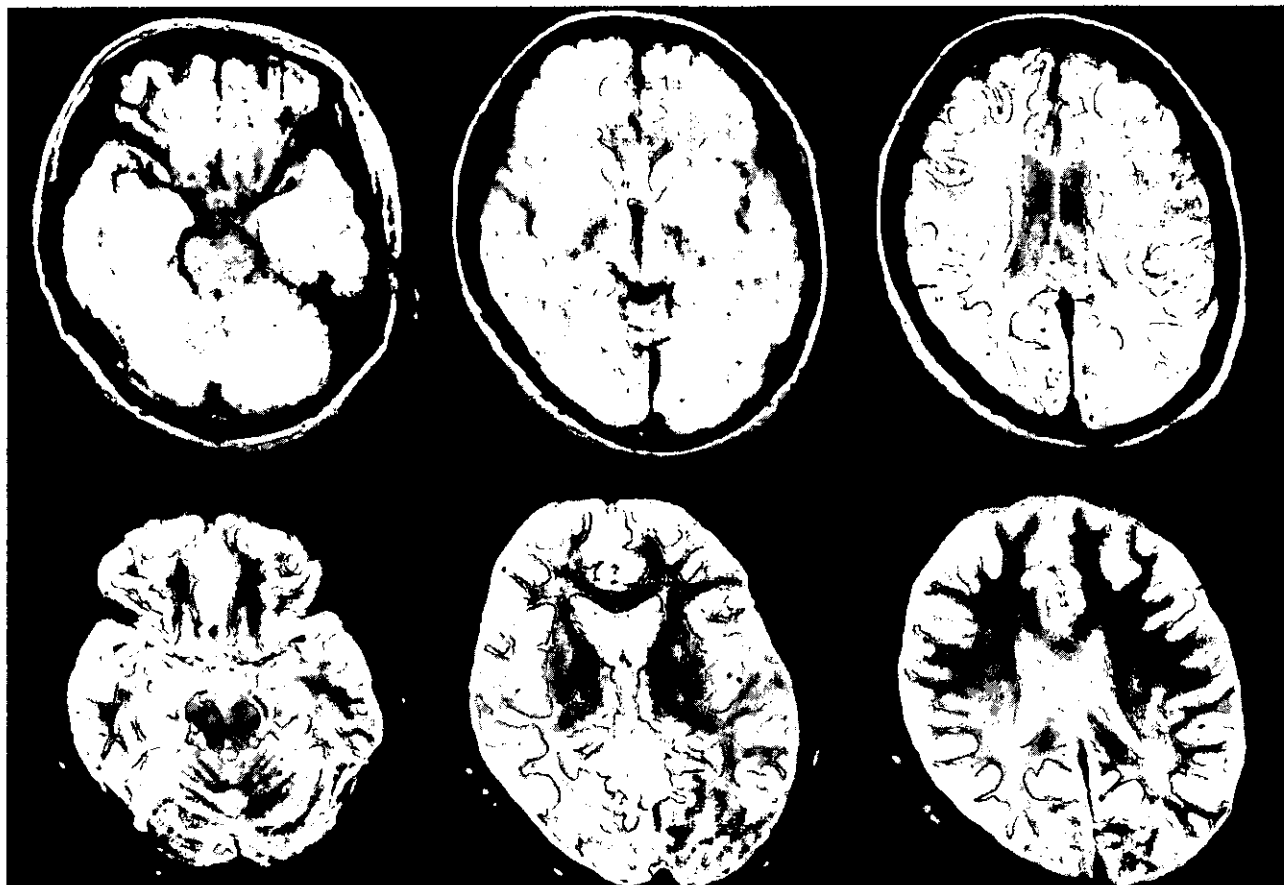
亜急性性進行例のMRI。上段は発症約3ヶ月のプロトン密度横断像、下段は発症約4ヶ月のT2強調横断像。萎縮の進行が明らかである。
